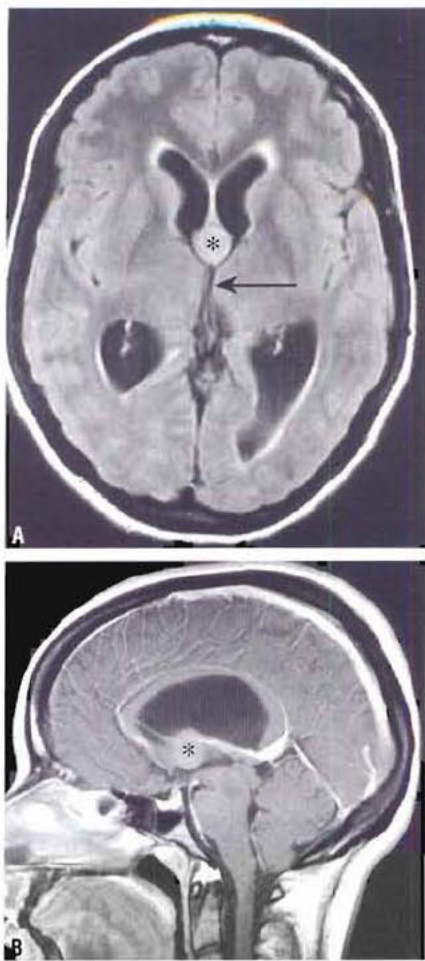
Kyste colloïde du troisième ventricule (astérisque) – IRM axiale (A) et sagittale (B). Ce type de kyste comprime le foramen de Monro qui fait communiquer le troisième ventricule avec le ventricule latéral. Le troisième ventricule a une forme de fente, mais garde une taille normale.
